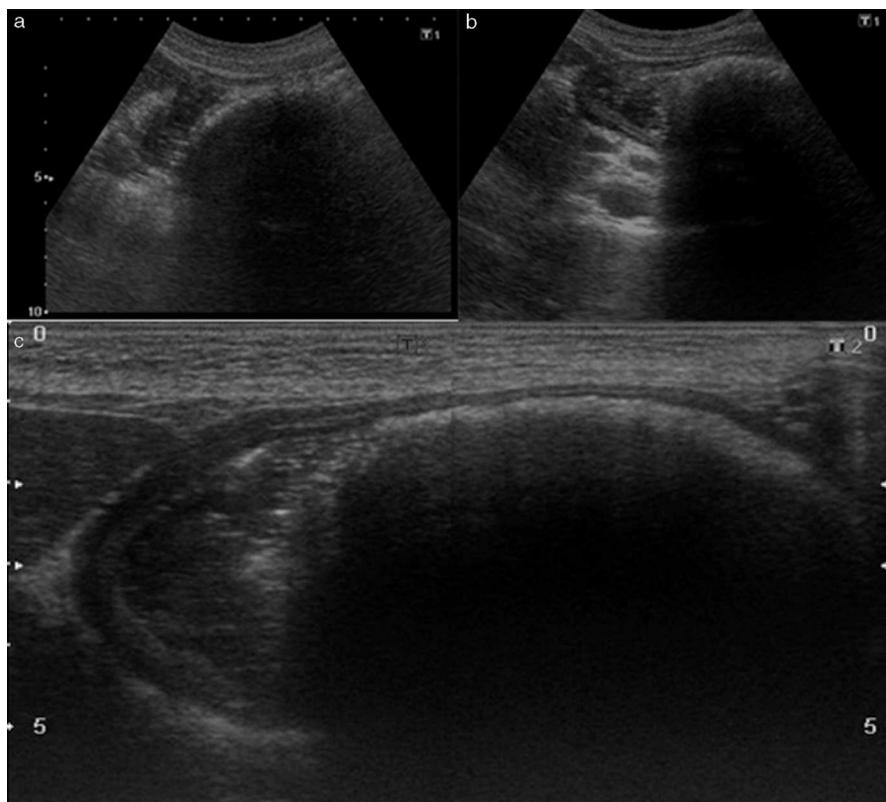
Ecografía de abdomen que evidencia una masa gástrica intraluminal con borde hiperecogénico y marcada sombra acústica posterior, altamente sugestiva de Bezoar. (a) Vista con transductor de 3,5 MHz y estómago vacío. (b) Vista con transductor de 3,5 MHz y estómago lleno de agua. (c) Foto panorámica con transductor de 7,5 MHz con estómago lleno de agua.
